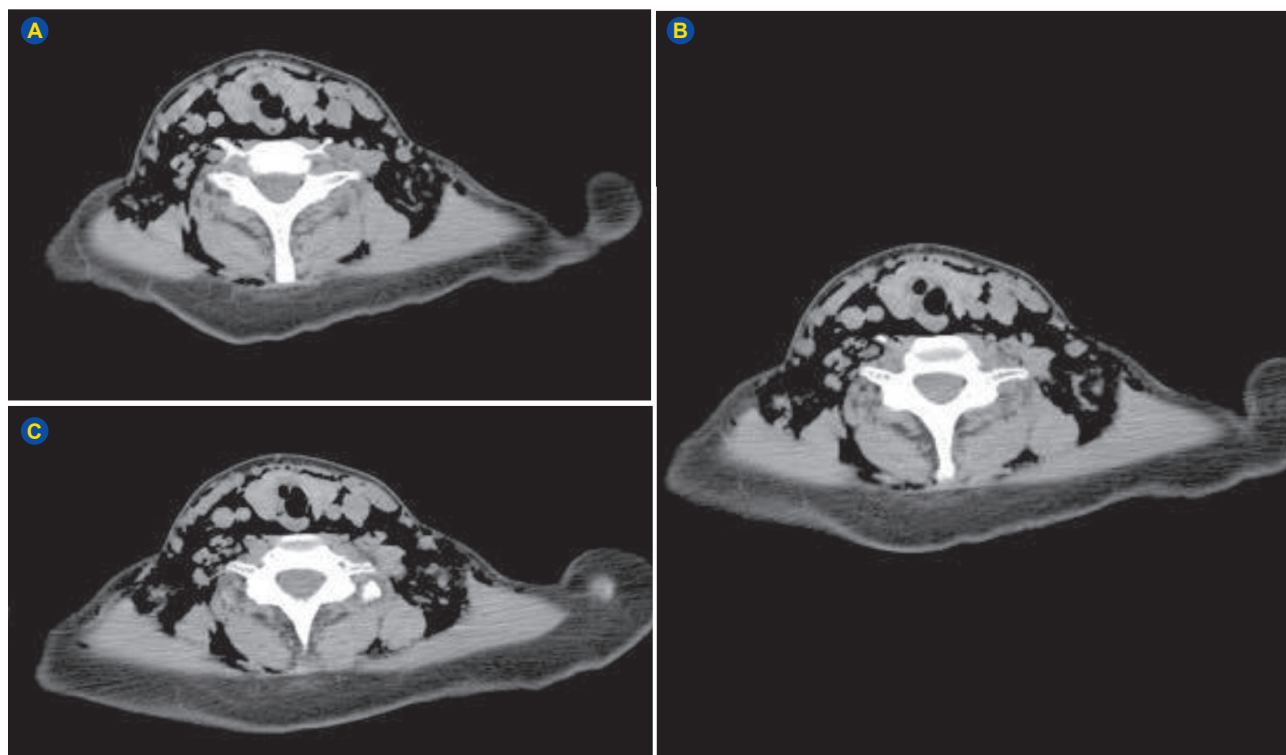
CT scan showing an airway branch with a 7 mm diameter arising from the trachea at the level of thyroid gland (A) and joining its lumen 20 mm below (C)
